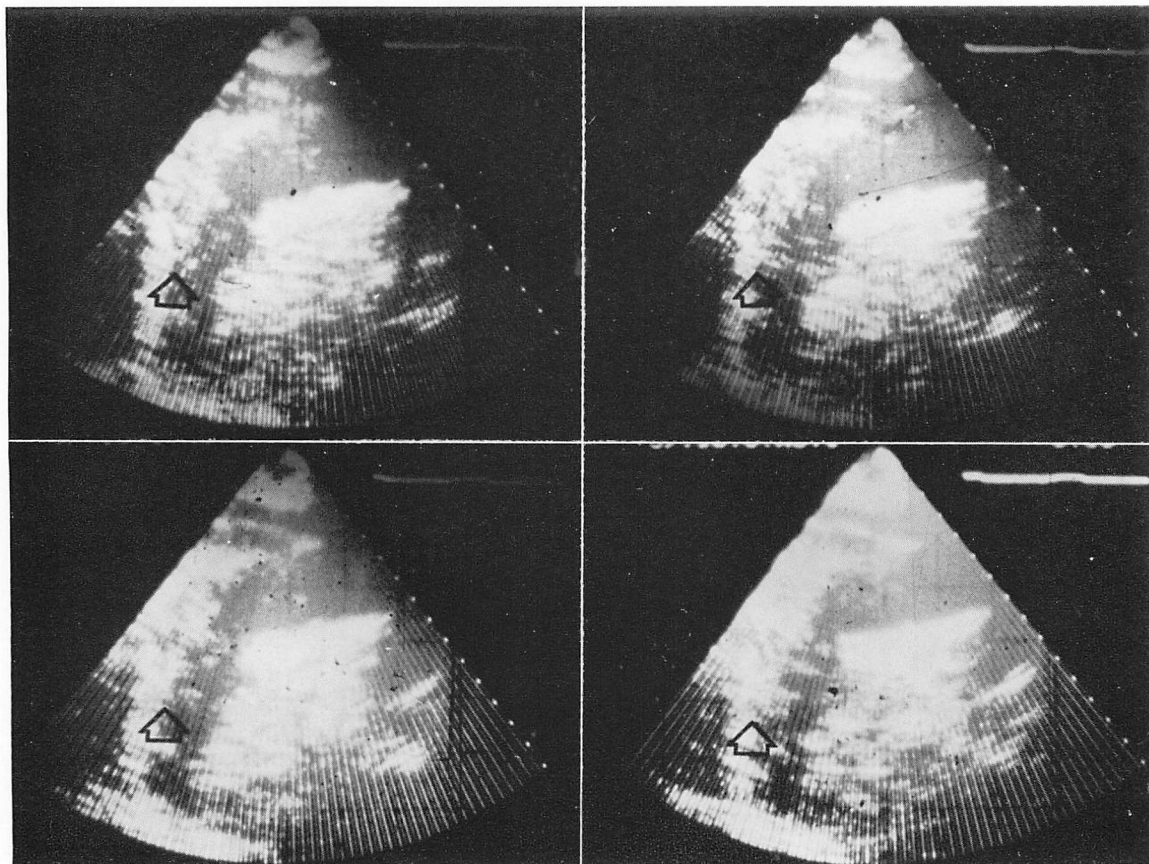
Serial suprasternal two-dimensional echocardiograms recorded 3 hours after the onset of illness in Case 2 (reproduced from 8 mm cine-films).
